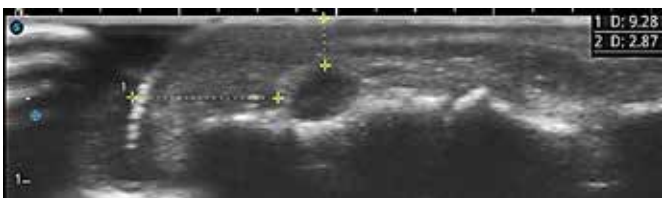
USG no corte longitudinal marcando distancias pertinentes a estruturas anatômicas.
